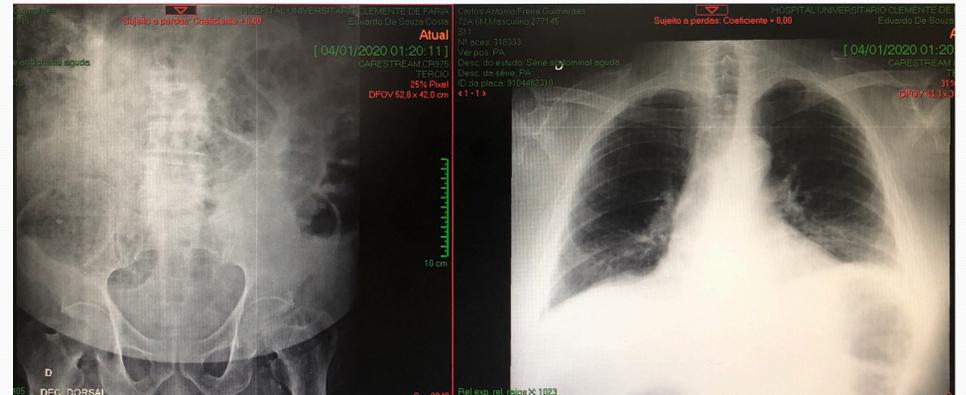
Radiografia evidenciando intestino grosso distendido, ausência de ar no reto e hem cúpula diafragmática esquerda elevada
